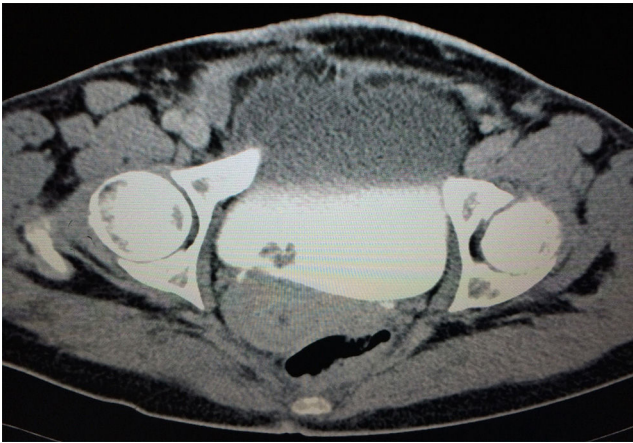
TC de abdomen y pelvis.
